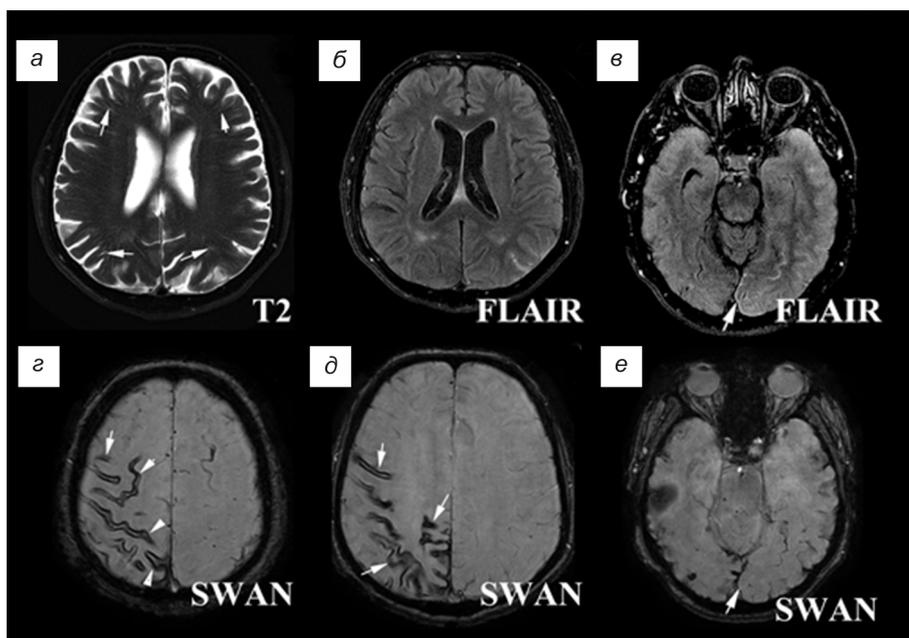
Первичная МРТ головного мозга пациента А.
